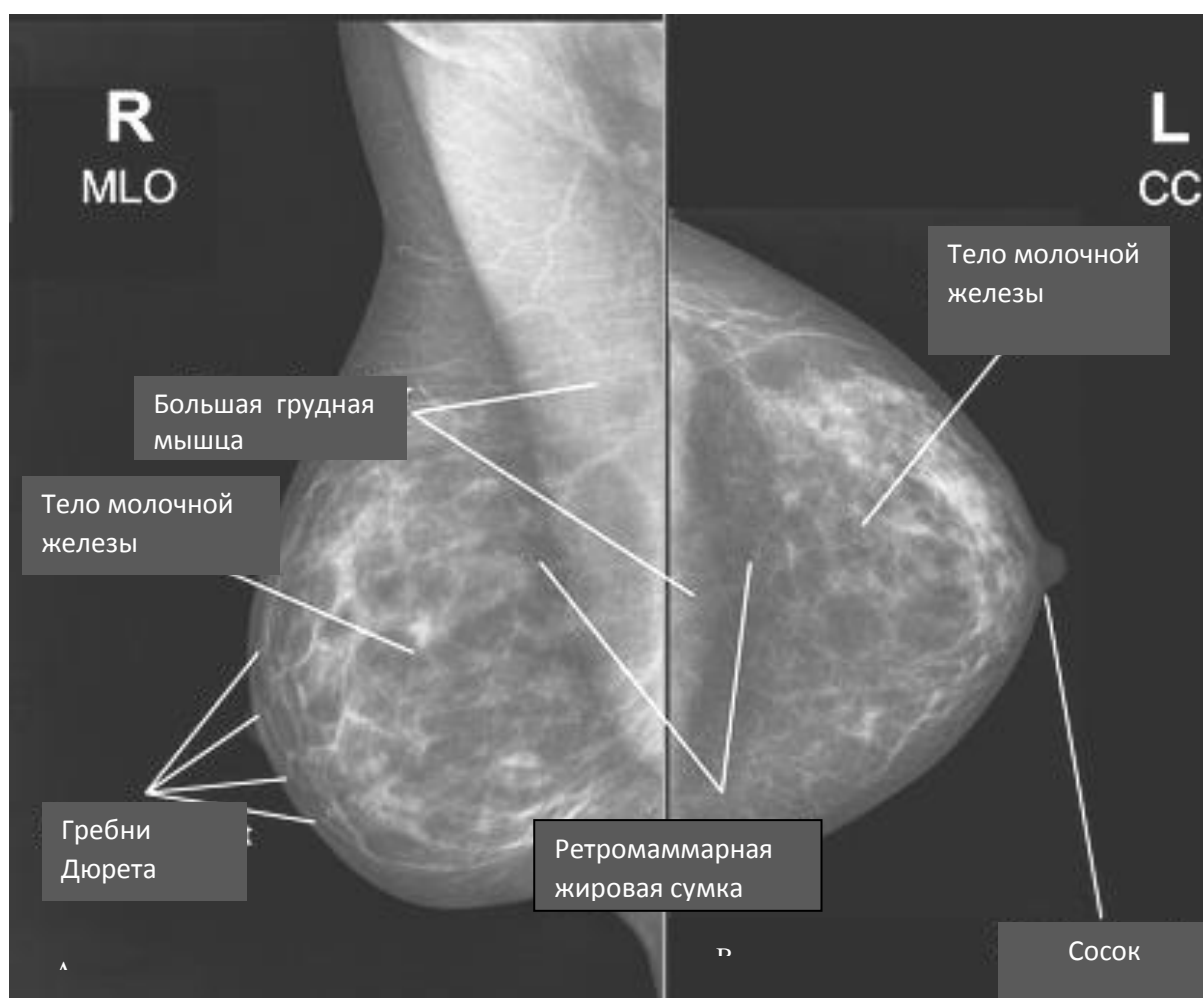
Маммограммы: А – медиолатеральная косая проекция. В – краниокаудальная проекция. Фиброзно-жировая инволюция молочной железы в преклимактерическом периоде. Рентгеноанатомические структуры обозначены на рисунке. Норма
